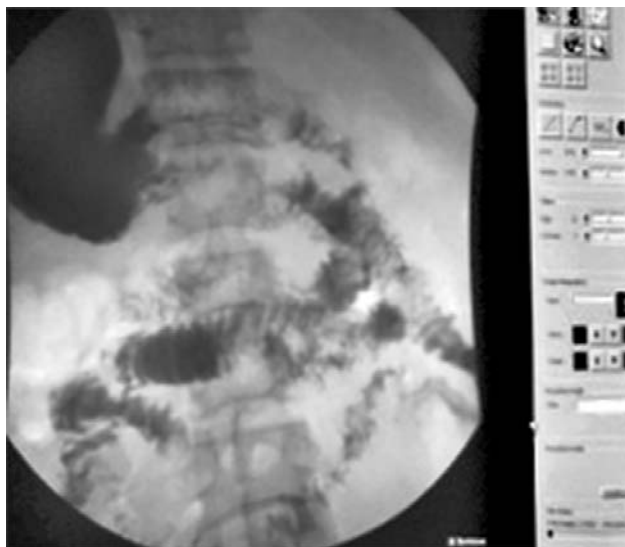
Контрастное пятно в дуоденальном отверстии анастомоза (рентгенологическое исследование).
